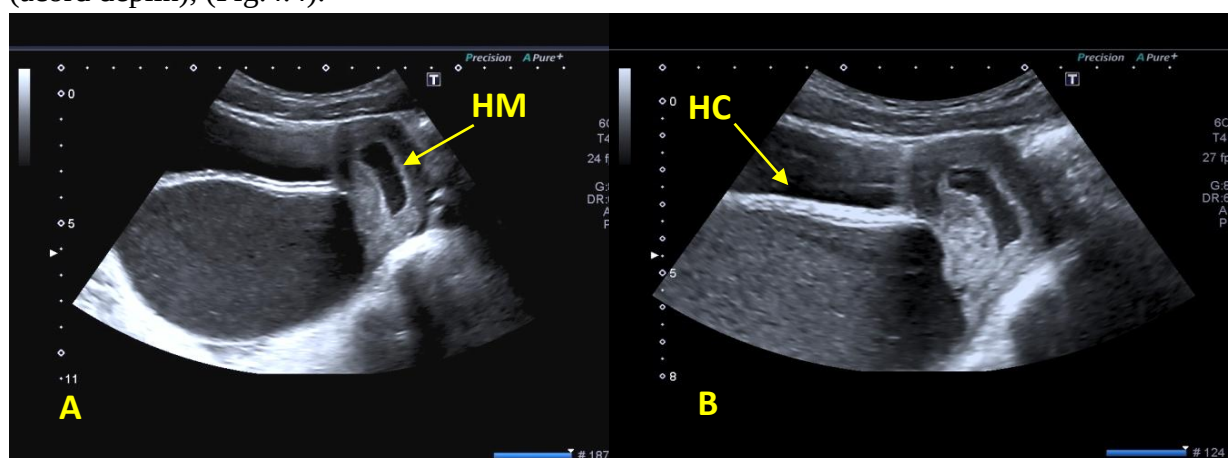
USG 2D, SVTC, hematometra (A - HM) asociată cu hematocolpos (B - HC)
